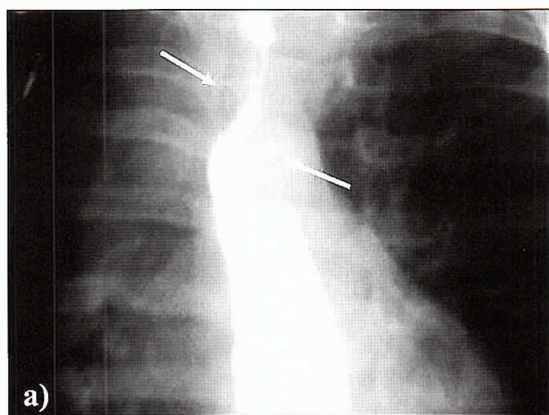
Radiografía de esófago en proyección antero-posterior (a) y en proyección lateral (b).
